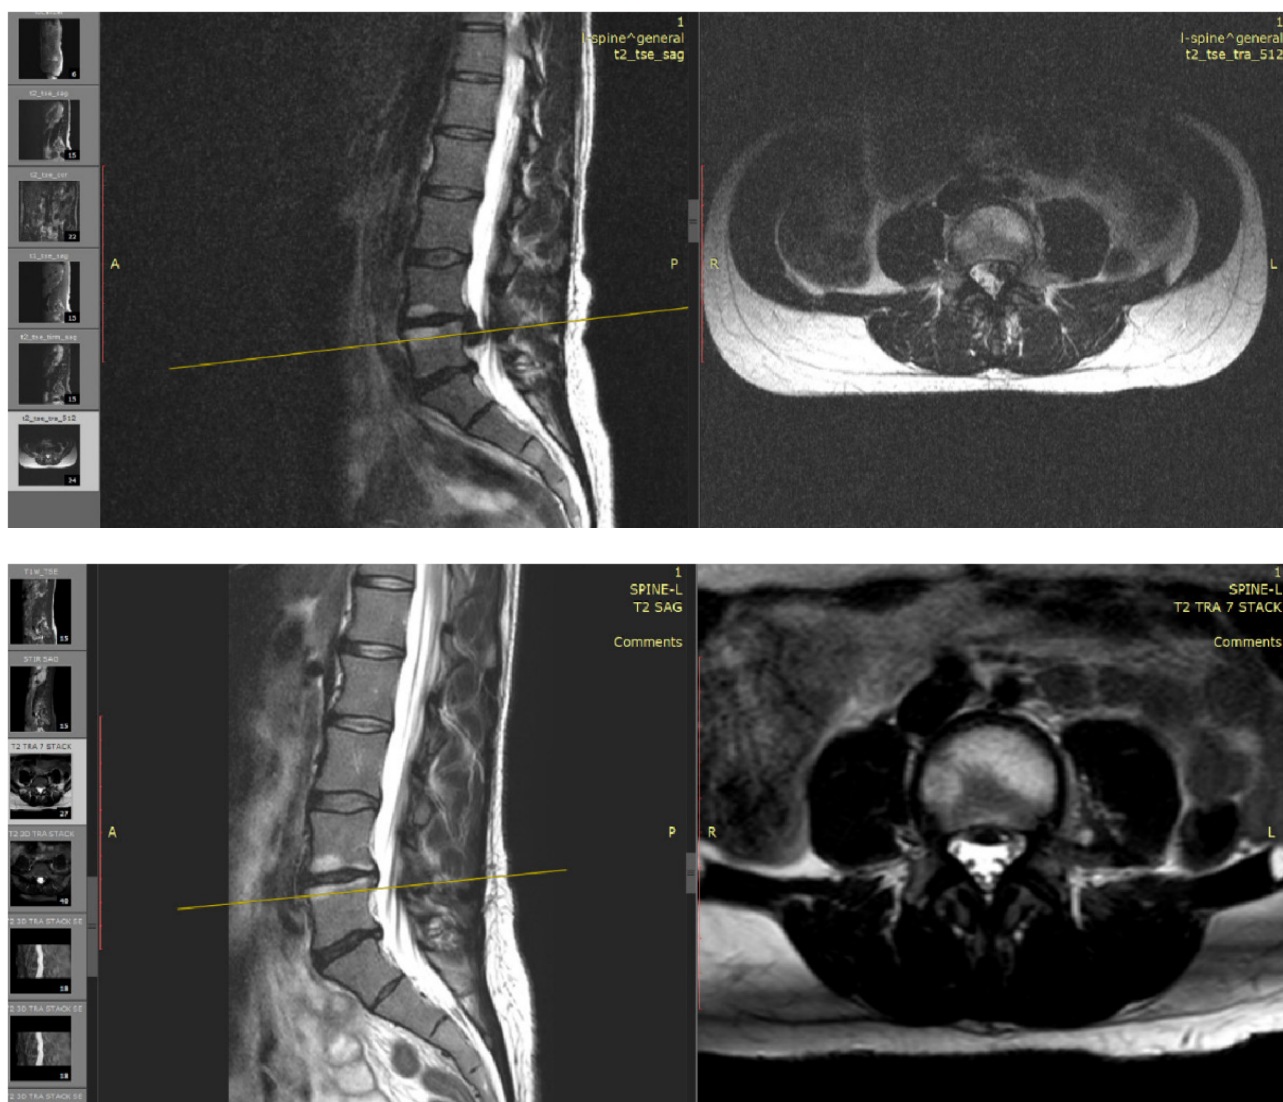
а) МРТ пациента до проведения хирургического вмешательства
